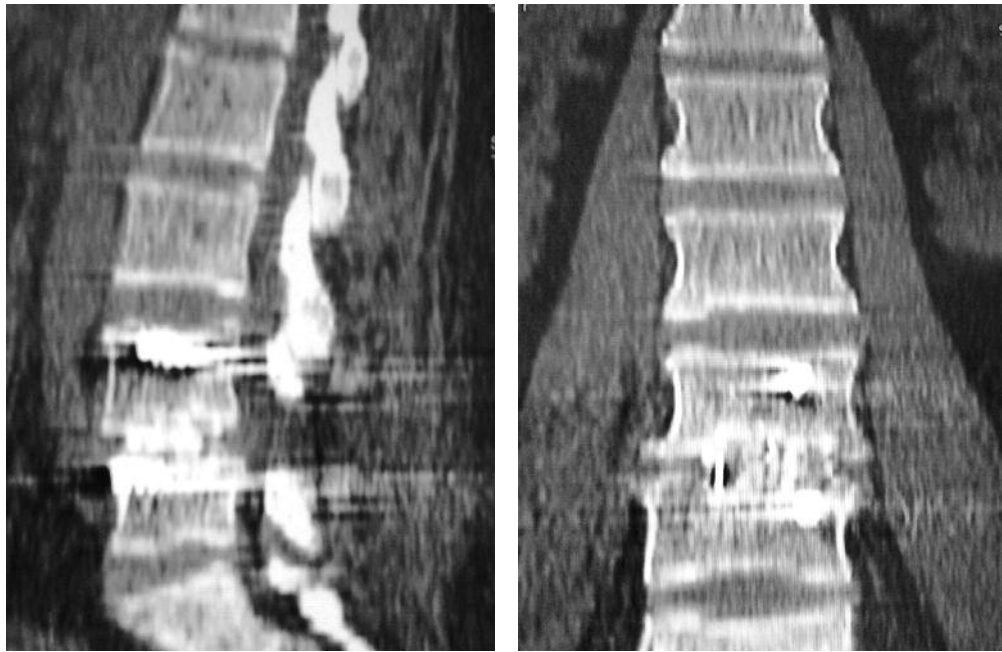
Sagittal and axial CT shows cage, unilateral pedicle screws, and fusion at the level of L4-L5.
